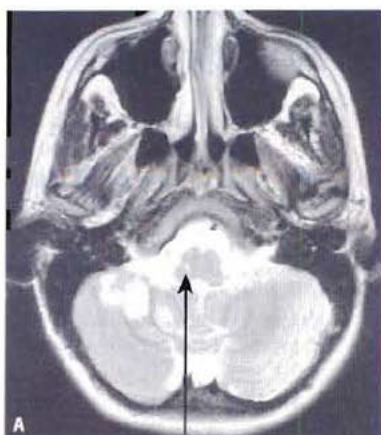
Aspect IRM d'une dissection de l'artère vertébrale. Présence d'infarctus dans l'hémisphère cérébelleux et dans la moelle allongée (flèche), témoignant de l'excellente sensibilité de l'IRM. Angio-RM de l'artère vertébrale cervicale, montrant l'irrégularité de ses contours, secondaire à la dissection artérielle (flèches).
